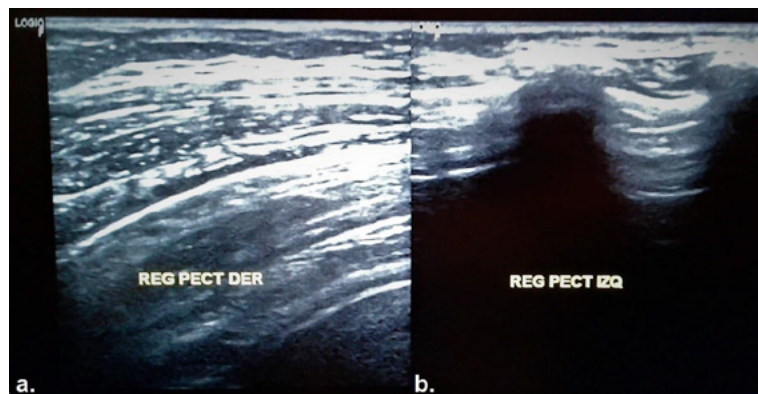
Ultrasonido de partes blandas: (a) hemitórax derecho con pectoral y tejido mamario; (b) hemitórax izquierdo con disminución del tejido mamario y ausencia de los grupos musculares pectorales.
